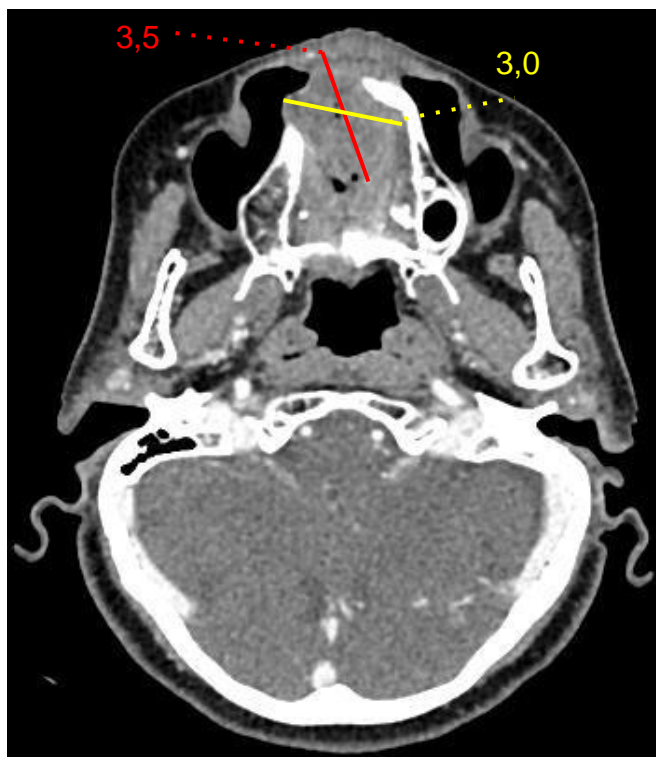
Corte axial de tomografia computadorizada com contraste, exibindo imagem osteolítica, permeativa em palato em seu maior diâmetro.
